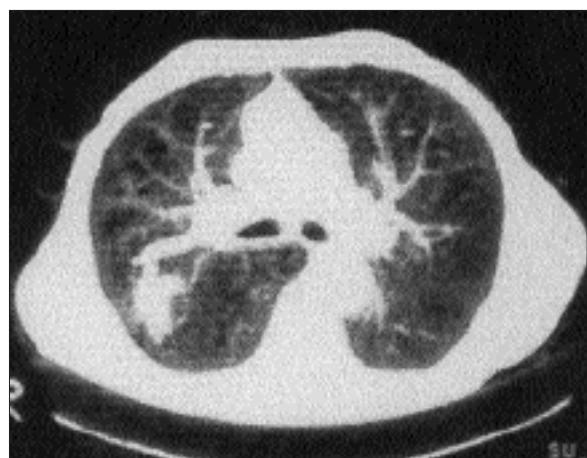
Olgunun toraks BT mediasten penceresi kesiti.
